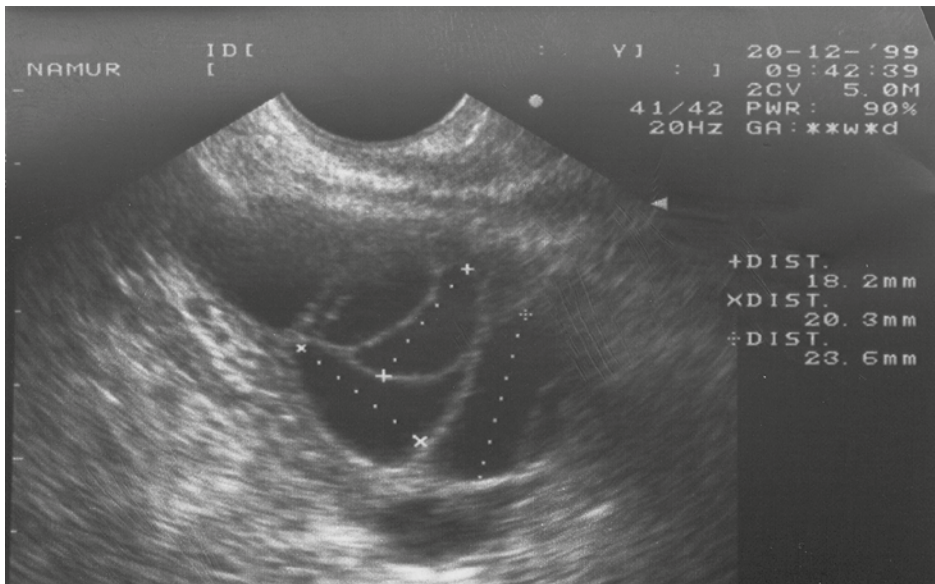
Image échographique d'un ovaire stimulé sur lequel est mesurée la taille des différents follicules en maturation
